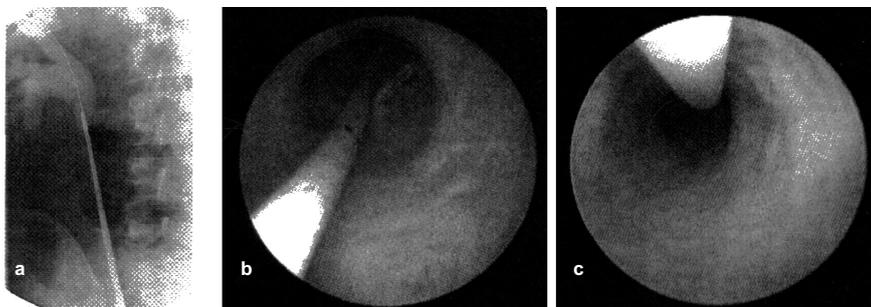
Центрирование уретерореноскопа по просвету мочеточника под рентгеновским (а) и оптическим (b, c) контролем.
